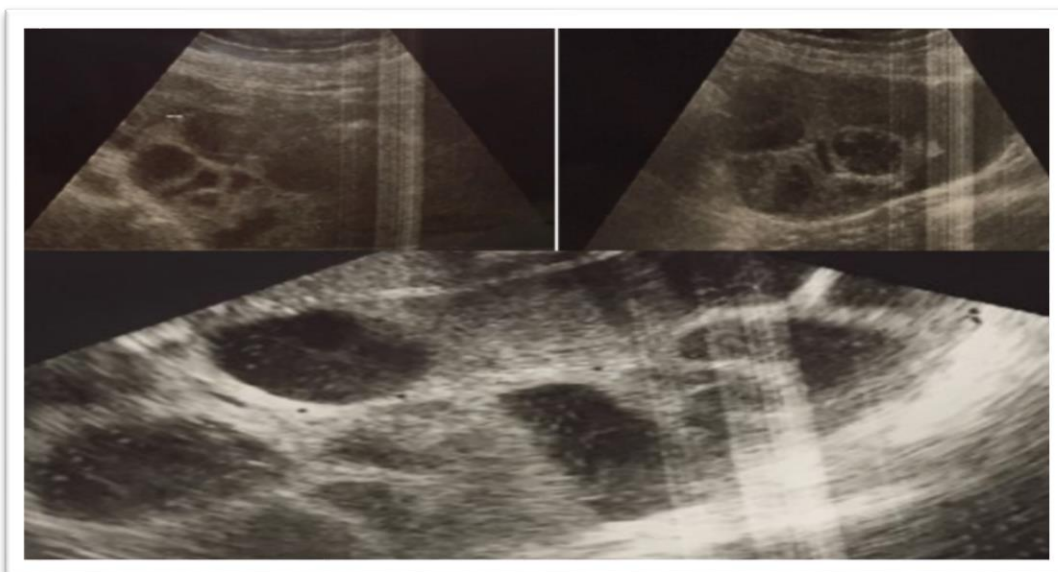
Ecografía transvaginal: ovarios agrandados con presencia de múltiples folículos; compatible con una hiperestimulación ovárica
